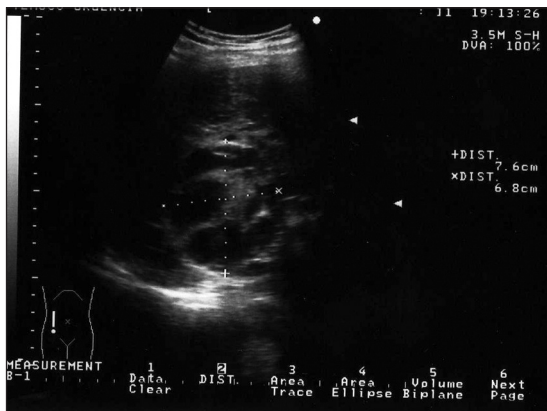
Ecotomografía preoperatoria.
